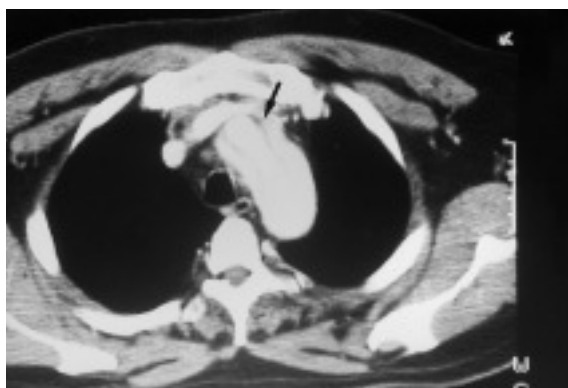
Imagen de tomografía axial computarizada (TAC) con contraste en la que se observa flap intimal a nivel de cayado aórtico. La TAC es la prueba complementaria más utilizada en nuestro medio para diagnosticar la disección de aorta.
